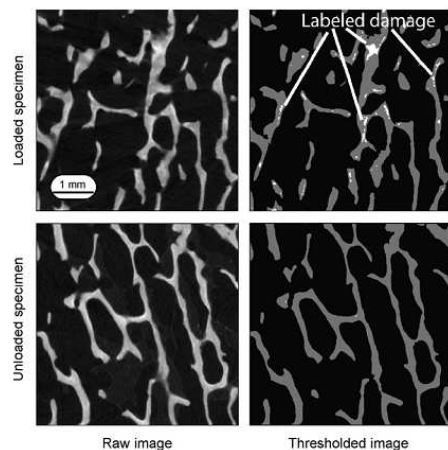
Images microtomographiques filtrées (à gauche) et seuillées (à droite) de microfissures d'un échantillon osseux trabéculaire marqué par un agent de contraste (BaSO_4). Les microfissures correspondent aux zones de plus grande atténuation des rayons X, blanches sur les images seuillées [85].
